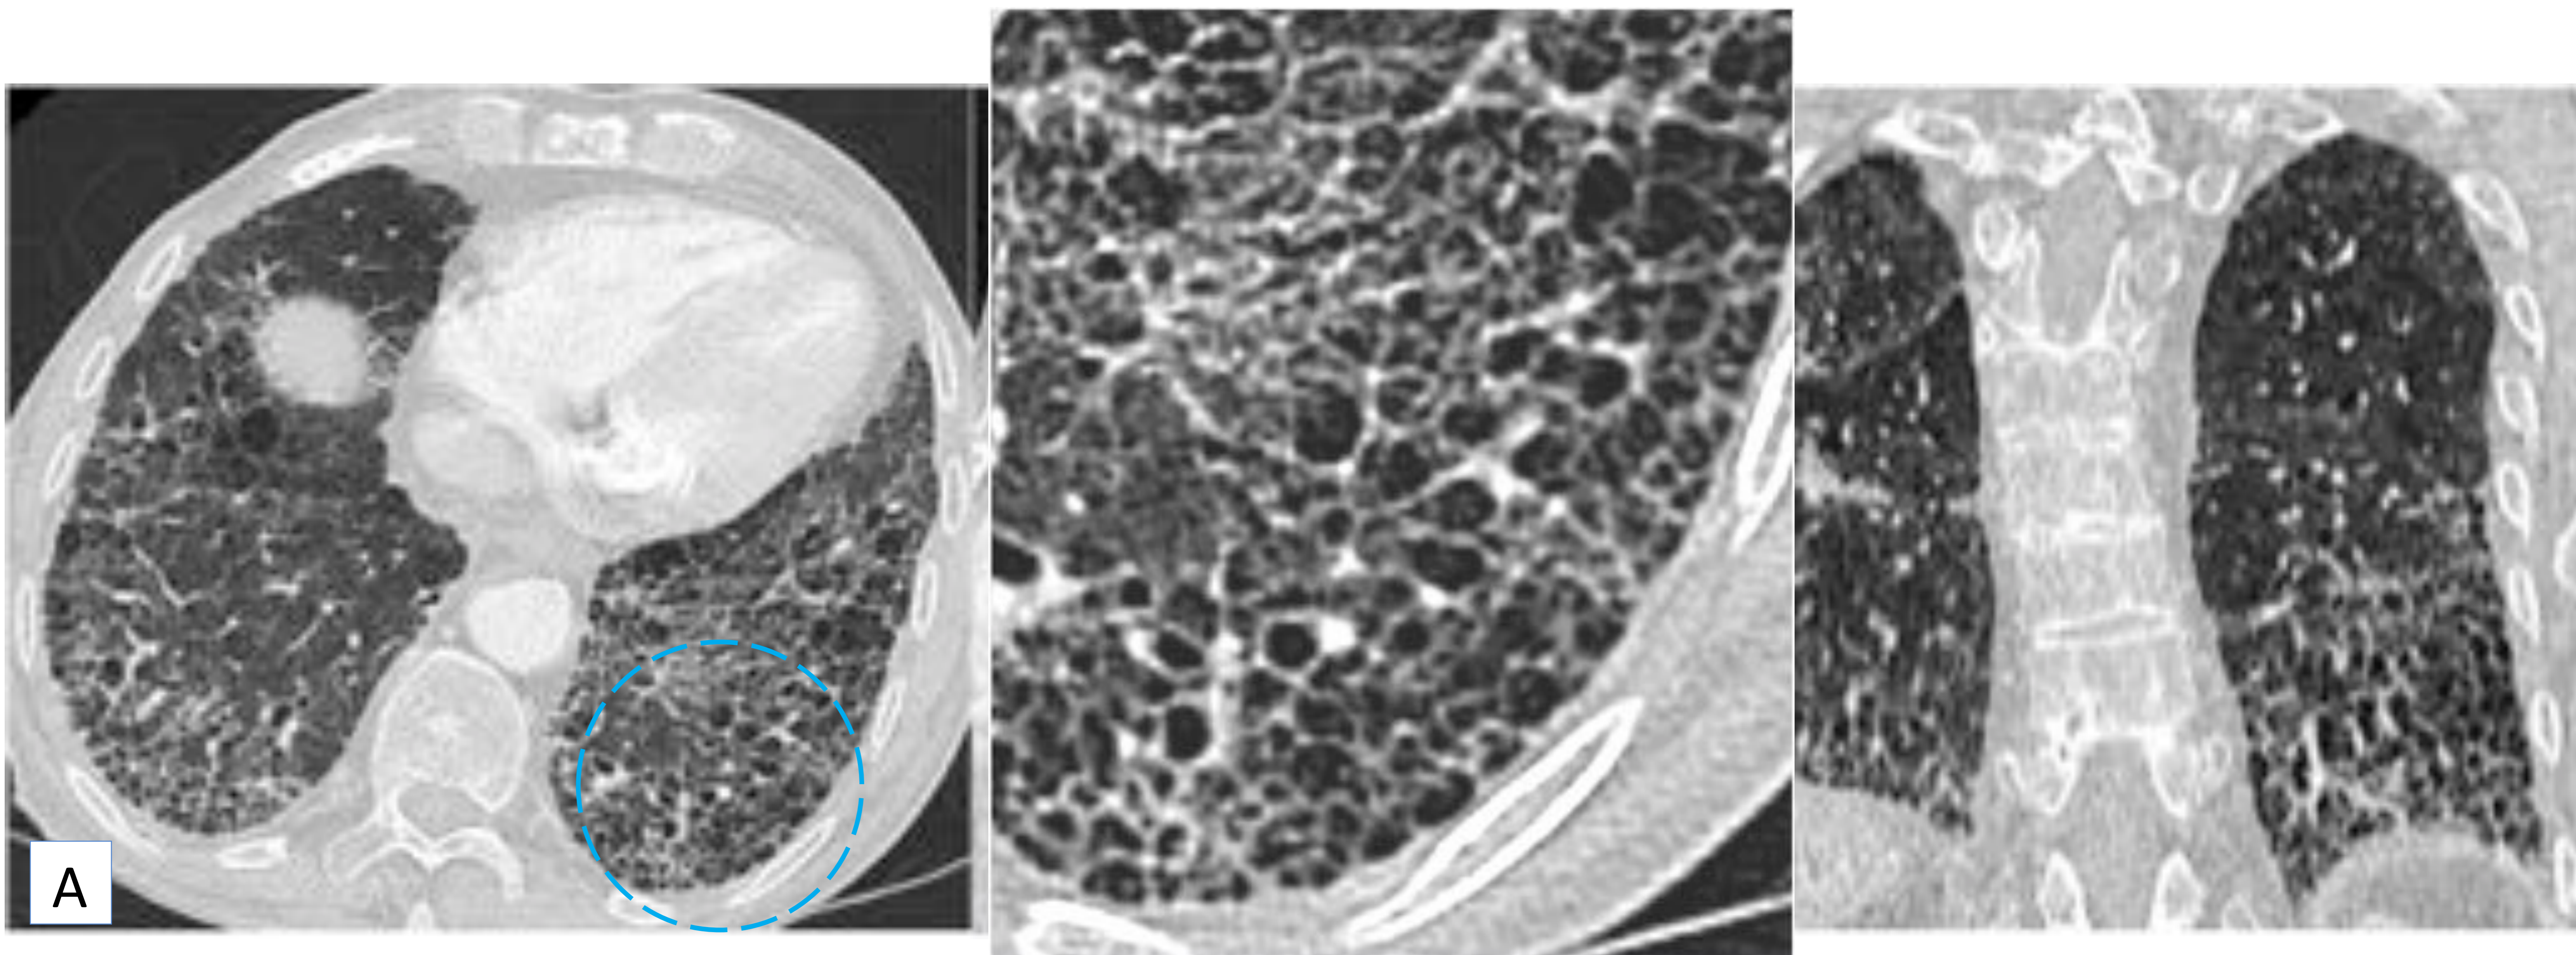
Paciente con patrón NIU. Imágenes de TC de tórax en planos axial (A), sagital (B) y coronal (C) en las que se aprecia importante patrón en panel de localización preferente supleural y en los lóbulos inferiores.
